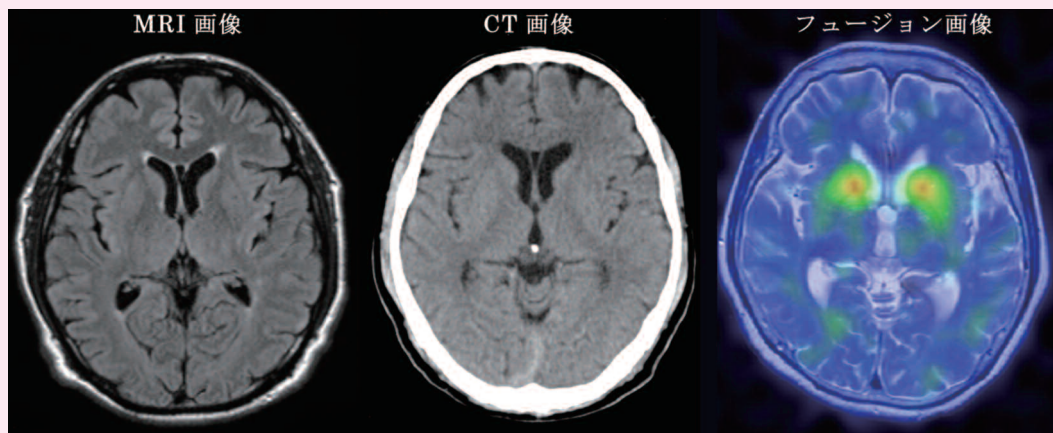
<MRI検査画像、CT検査画像、重ね合せ画像>
